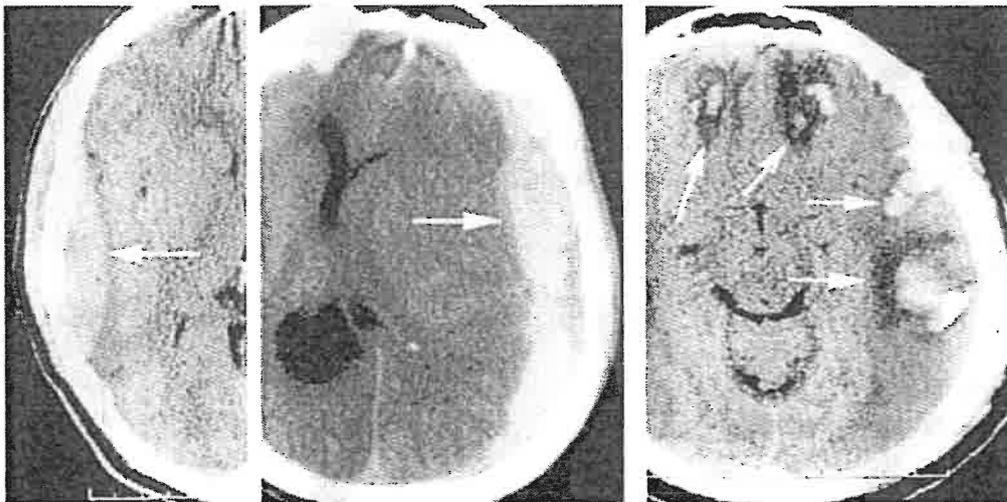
a Ematoma epidurale raccolta di sangue al di fuori della dura. Fig.b Ematoma sottodurale raccolta di sangue sotto la dura il parenchima cerebrale adiacente è contuso e l'ematoma provoca uno spostamento della linea mediana. Fig.c Ematomi intraparenchimali, raccolte di sangue che colpiscono i lobi cerebrali frontali e temporali, molti di questi ematomi compaiono alla TAC dopo 24 ore dal trauma.
